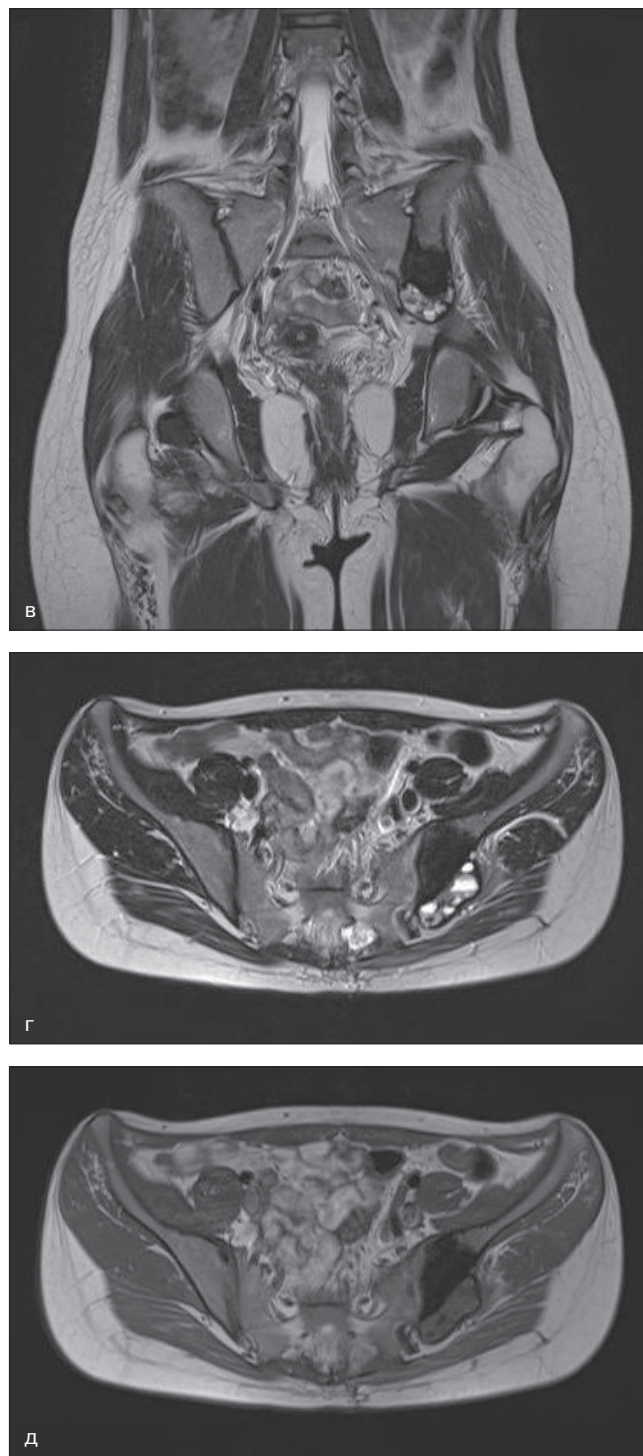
Магнитно-резонансная томография в прямой проекции в режиме T2 ВИ и в поперечной проекции в T2 ВИ и T1 ВИ. На МР-исследовании можно выявить, что внекостный компонент имеет неоднородную кистозную структуру в виде множества мелких кист с наличием симптома «уровней» в отдельных из них
